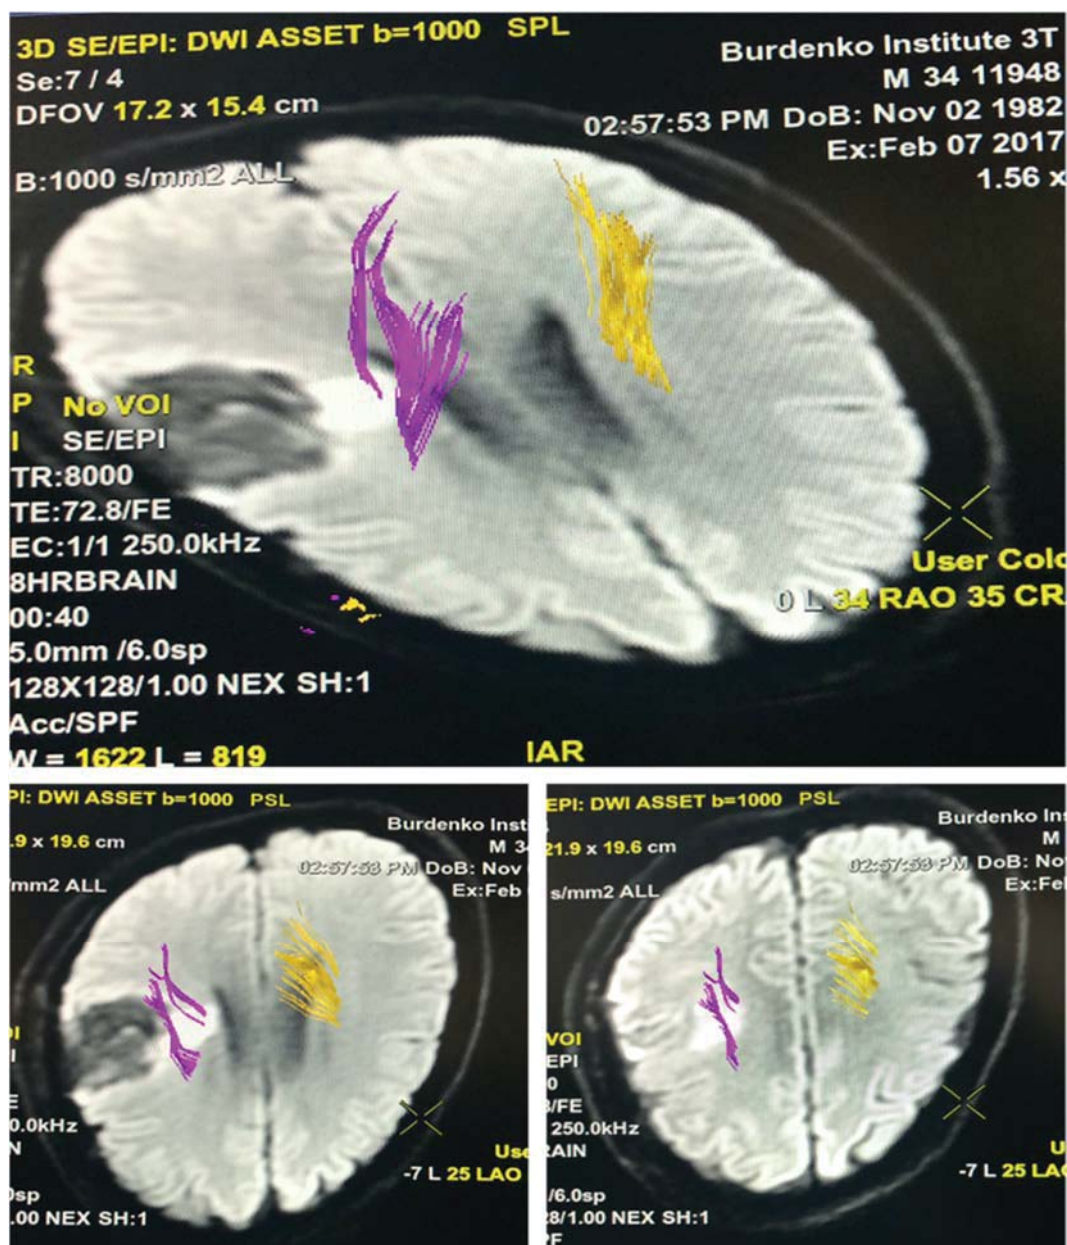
МРТ после микрохирургического удаления опухоли удаления внутримозговой опухоли правого полушария головного мозга лобно-теменно-островковой локализации. Реконструированный КСТ проходит непосредственно через зону ишемических изменений.
